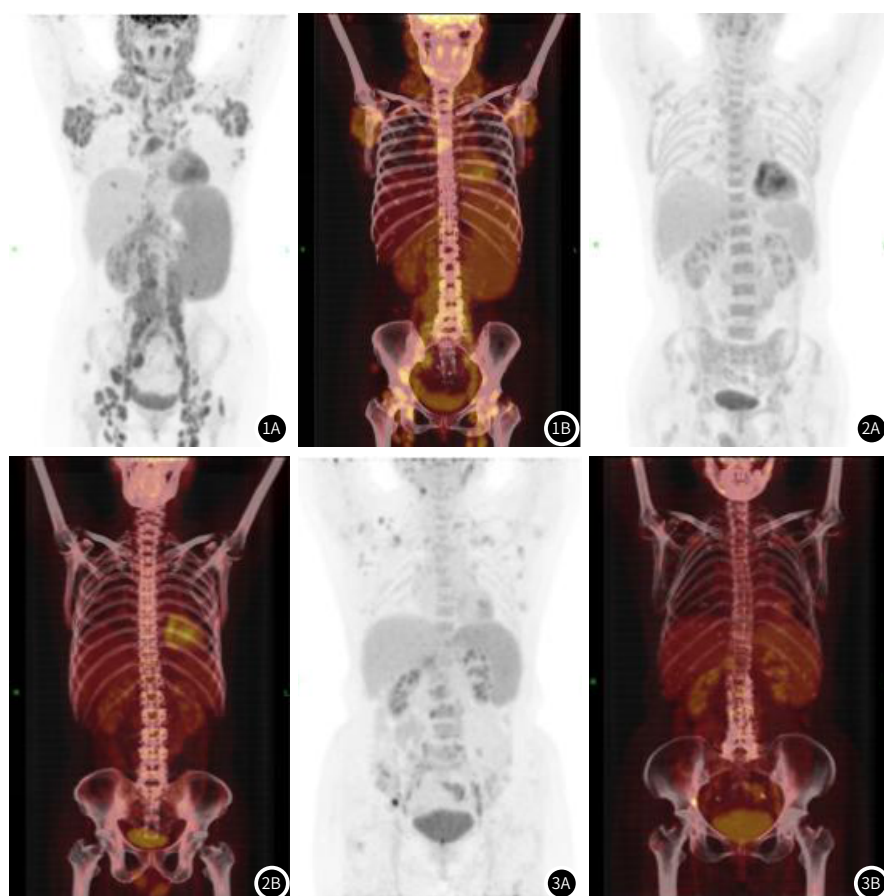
视野内所示骨髓代谢活性增高相应部位骨质结构未见明显异常，SUVmax2.56；考虑淋巴瘤累及咽淋巴环，并脾脏、肾及骨髓浸润。图2 视野内所示骨髓放射性摄取增高，相应部位骨质结构未见明显异常，SUVmax4.45；符合淋巴瘤并脾脏、骨髓浸润。图3 视野内未见明显骨质破坏征象，骨髓FDG代谢不均匀增高，SUVmax4.01，考虑淋巴瘤并脾脏及骨髓浸润。
